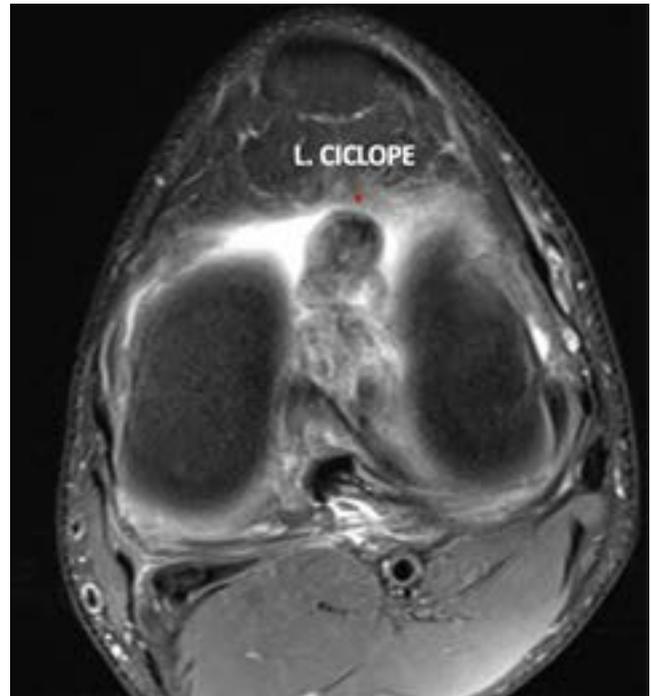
Resonancia Magnética simple de rodilla corte axial
